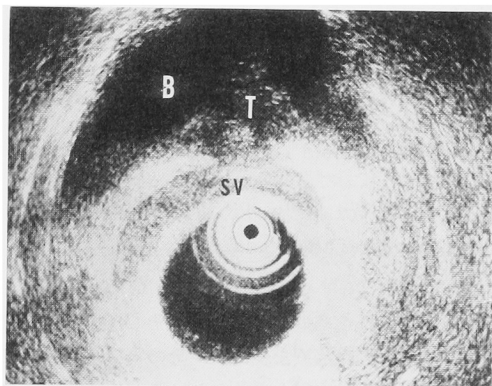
Transrectal sonogram showed bladder tumor on the seminal vesicle. (B: bladder, T: tumor, SV: seminal vesicle)
